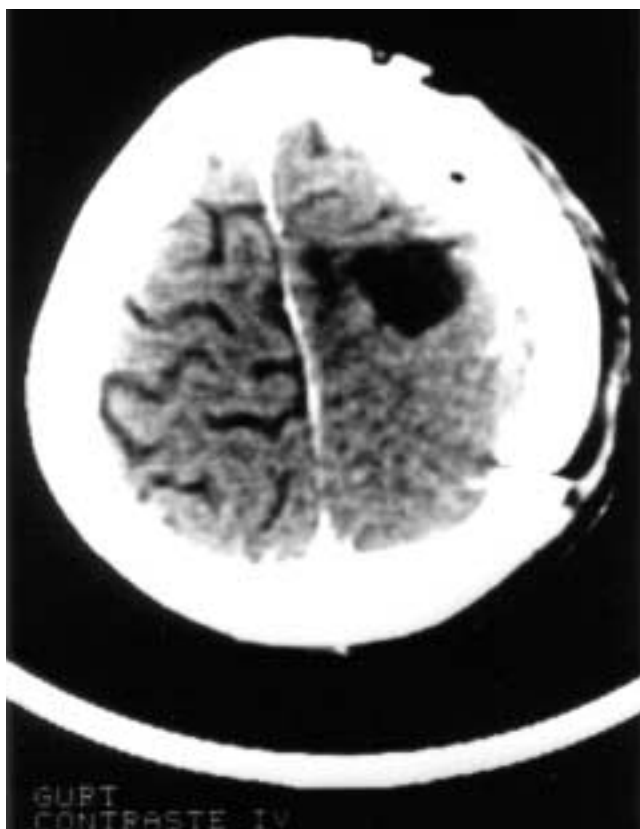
TAC craneal con contraste i.v.: se aprecia una masa quística frontoparietal izquierda, con un polo sólido nodular que se realza tras administración de contraste y presenta una gran calcificación de aspecto grosero.
